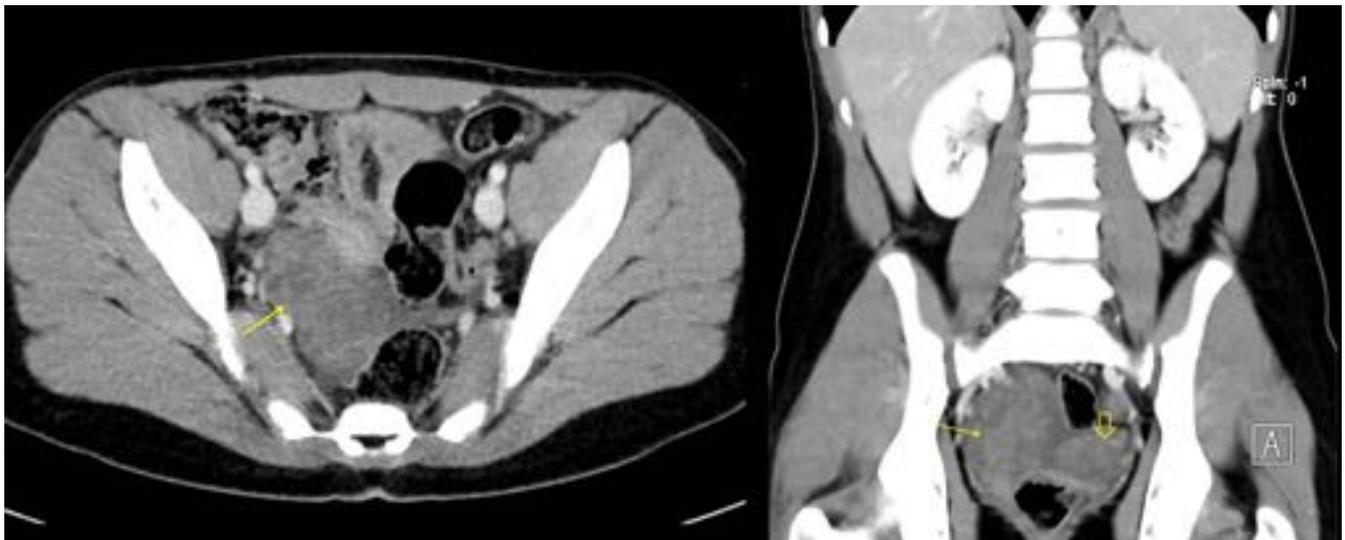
Niña, 12 años, dolor pélvico de un día de evolución. TC abdominal con contraste endovenoso en fase portal en el que se observa el ovario derecho (flecha fina) muy aumentado de tamaño con abundante líquido libre pélvico sin otros hallazgos significativos. Ovario izquierdo (flecha gruesa) de aspecto normal.
